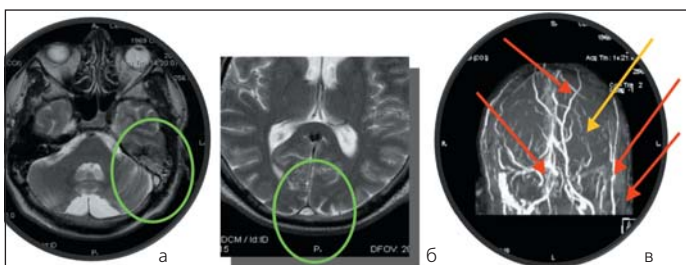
МРТ больного К. а, б – T2 взвешенное изображение. Зеленым цветом отмечено повышение интенсивности сигнала от кровотока по измененным венозным синусам. в – MR-веносинусография. Красными стрелками отмечено отсутствие сигнала от кровотока по тромбированным венозным синусам. Желтой стрелкой отмечен сигнал от усиленного коллатерального кровотока по лицевым венам
